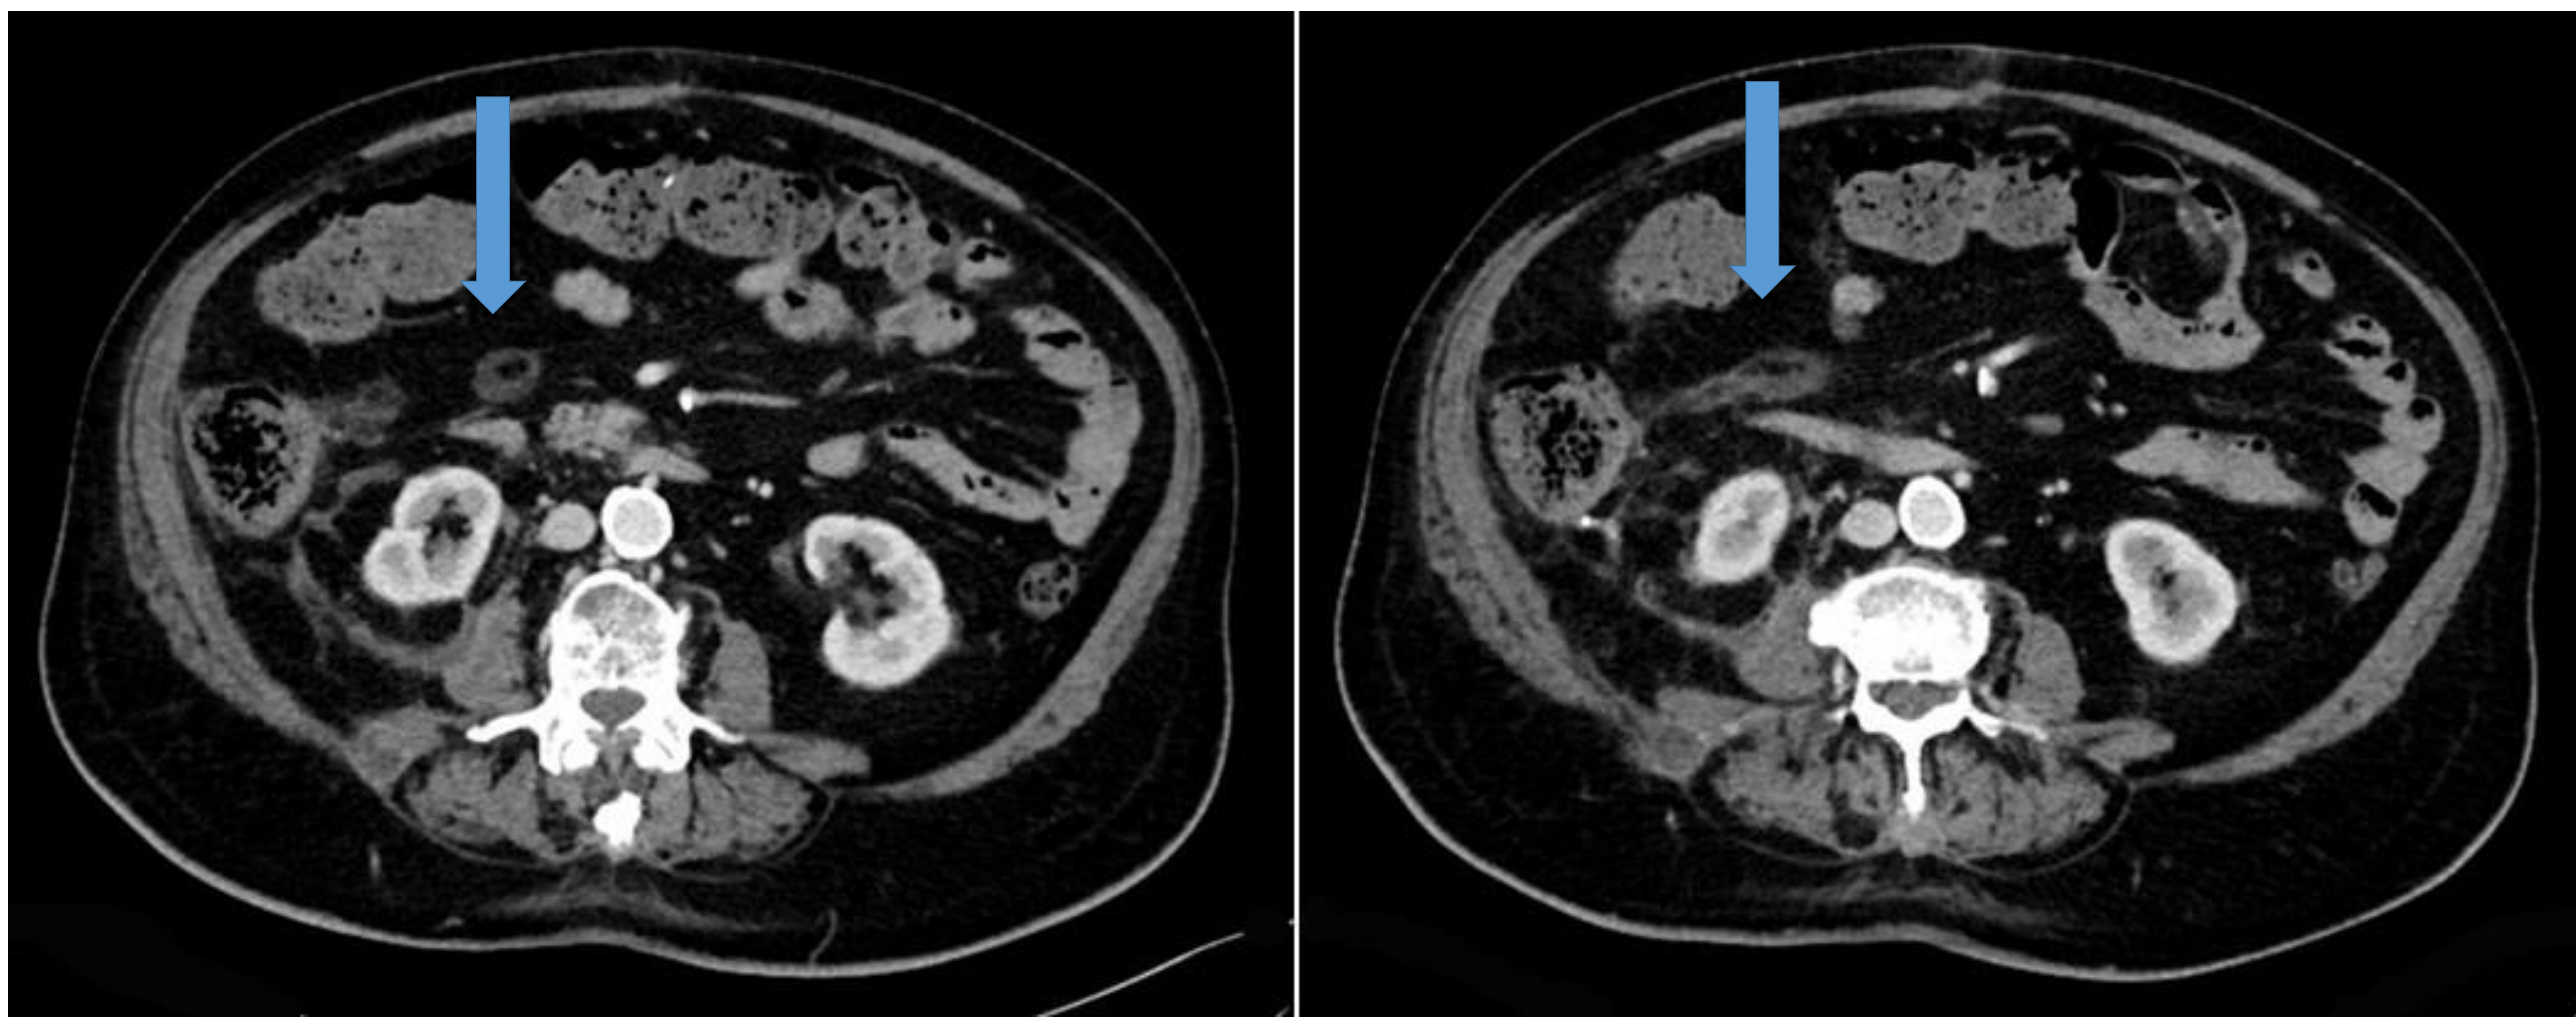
Apendagitis. Cortes axiales de TC abdomino-pélvico tras administración de contraste intravenoso.
